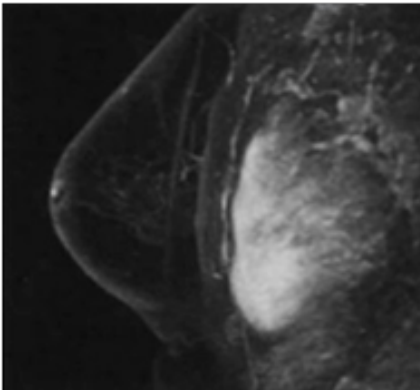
Grado: Mínimo realce parenquimatoso de fondo. RM de sustracción en proyección de máxima intensidad. Imagen ponderada en T1 con contraste y supresión grasa.
